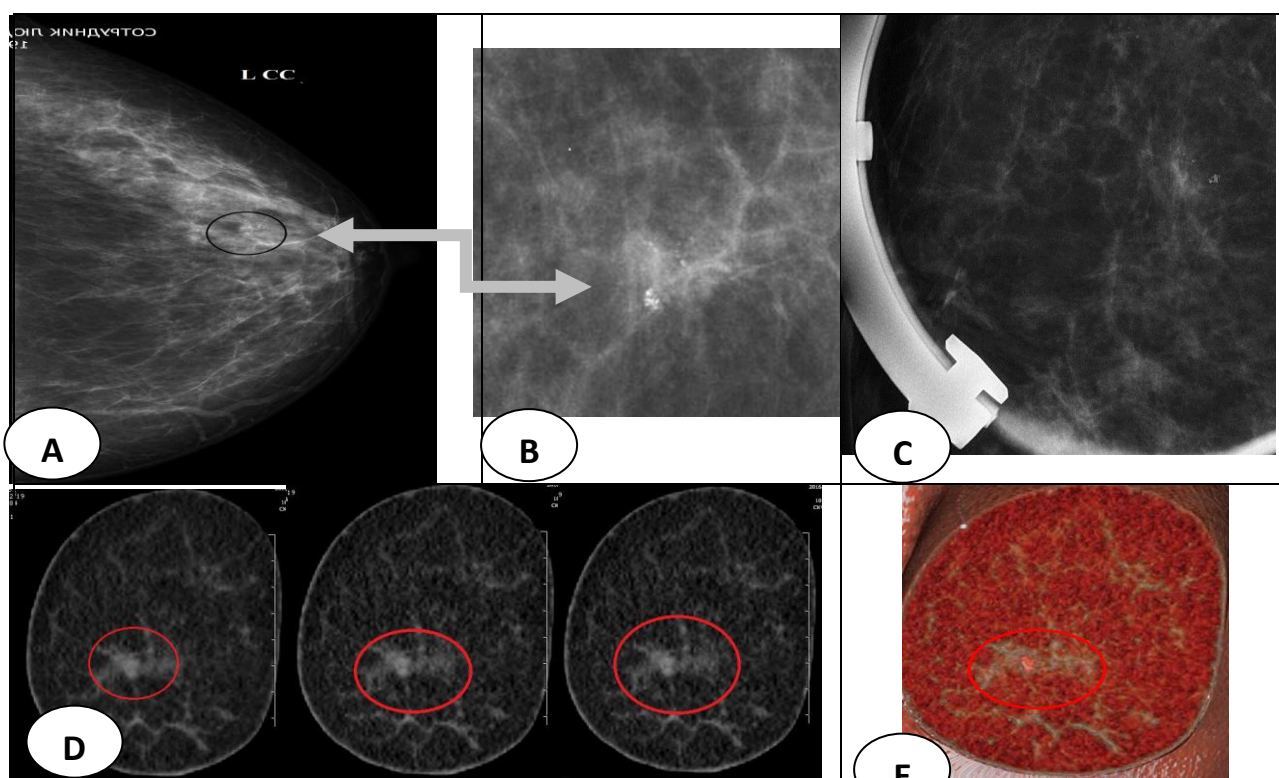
Фрагменты РМГ: Скопление микрокальцинатов в одной МЖ с признаками злокачественности: в прямой проекции (А), в режиме «zoom» (В); МКЦ на прицельном снимке с увеличением (С). Фрагменты МСКТ-грамм: при построении МПР (D) кластер МКЦ с перестройкой окружающей паренхимы и патологическим накоплением КС и в режиме VRT (E).
